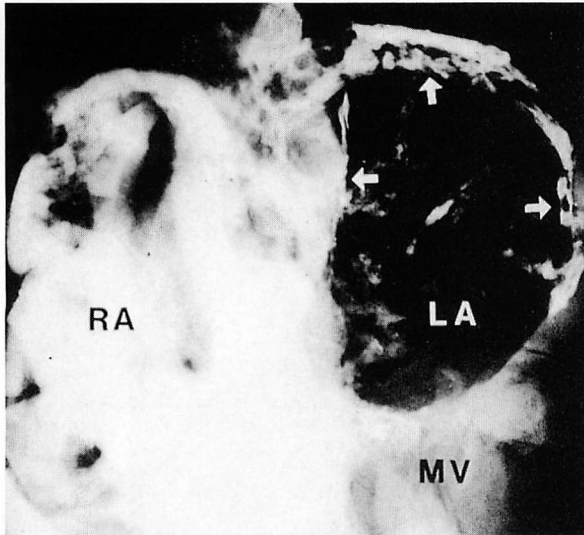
X-ray finding of the heart in patient 4
